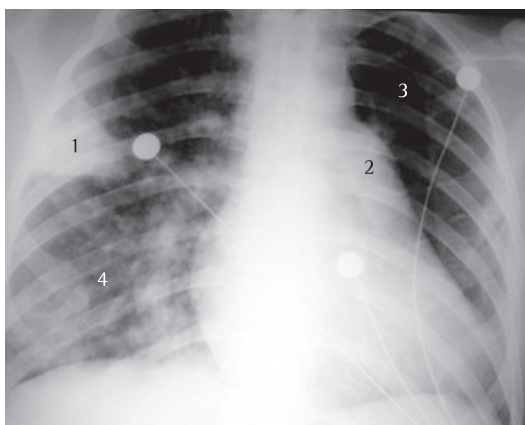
Radiografia de tórax em incidência anteroposterior de uma paciente de 41 anos. Notar opacidade em cunha subsegmentar no lobo superior direito (1), sugestiva de infarto pulmonar; abaulamento do 2º arco (2), sugestivo de hipertensão pulmonar; oligemia no pulmão esquerdo (3); e opacidades nodulares de limites imprecisos (4). A paciente apresentava coriocarcinoma metastático com embolia tumoral.
